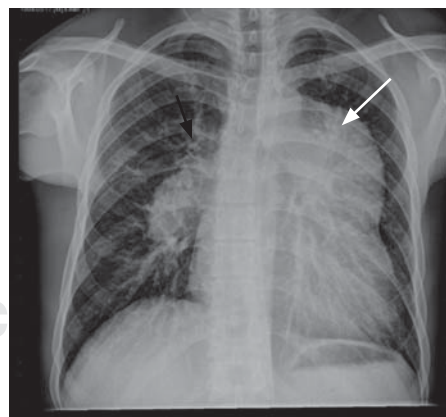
Radiografía de tórax PA. Incremento del patrón vascular de predominio izquierdo, rama izquierda abombada desplazada en forma de arco, probable efecto de masa pulmonar (flecha blanca), mediastino ensanchado con desplazamiento derecho de la tráquea y bronquio principal (flecha negra). Prominencia de la rama derecha de la arteria pulmonar. Silueta cardíaca con un I.C. de 0.6.
